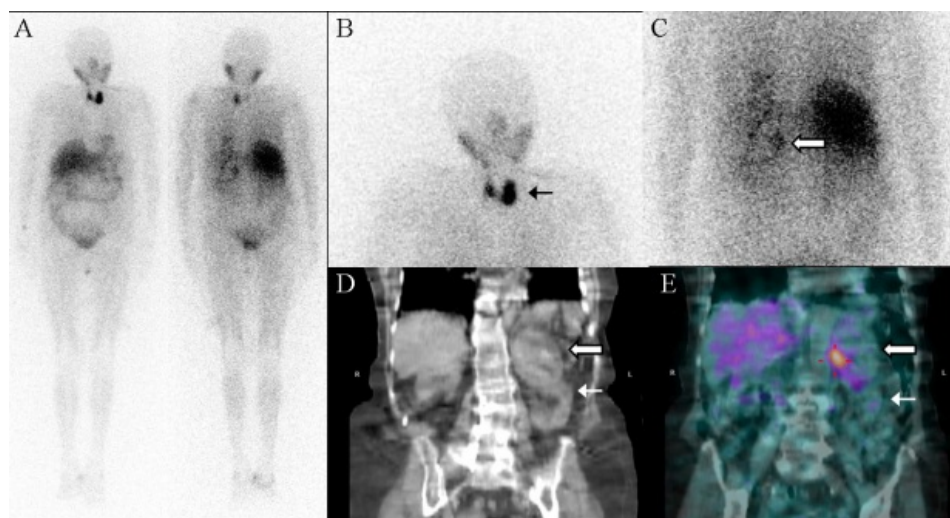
Gammagrafía de médula suprarrenal con ^{123}I -MIBG. (A) Rastreo corporal. (B) Depósito patológico de radiotrazador en tiroides en proyección anteroposterior. (C) Aumento heterogéneo de captación en suprarrenal izquierda en proyección posteroanterior. (D y E): SPECT/TC de abdomen, corte coronal. (D) Imagen TC: masa suprarrenal izquierda (flecha gruesa) sobre polo superior del riñón ipsilateral (flecha delgada). (E) Imagen de fusión SPECT/TC: masa suprarrenal izquierda con captación heterogénea de radiotrazador y con depósito focal patológico de ^{123}I -MIBG (flecha gruesa).
